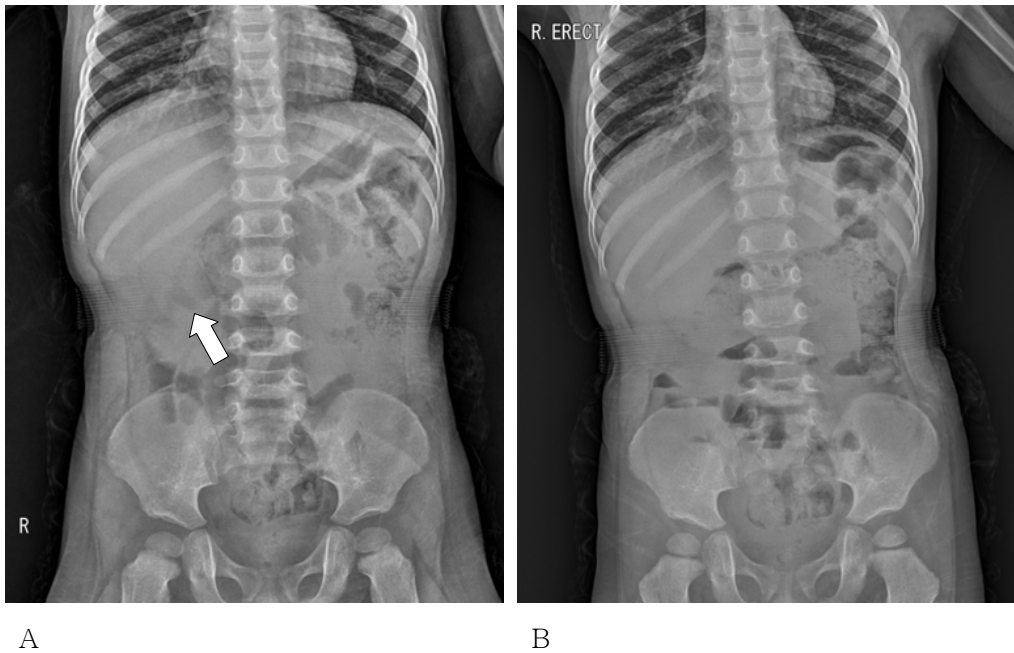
False positive diagnosis of the target sign. (A) This supine abdominal radiograph shows suspected right upper quadrant soft tissue mass with internal air density (*arrow*). (B) On this erect abdominal radiograph, the internal air density disappears. It suggests that the suspected target sign of the supine abdominal radiograph is summation of small bowel gas and right kidney shadow.
